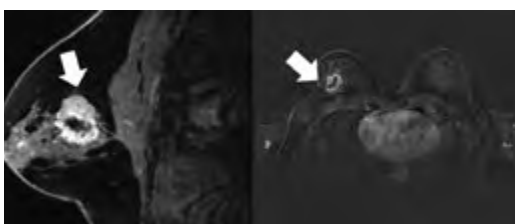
MRT der Brust, transversale (Abb. 3a) und sagittale (Abb. 3b) Schnittebene, T1 post Kontrastmittel, Darstellung im Subtraktionsmodus. 3,5 x 3 x 2,8 cm Herdläsion (Pfeil) mit ringförmiger Kontrastmittelaufnahme, rechts oben außen ohne Infiltration des Musculus pectoralis major
